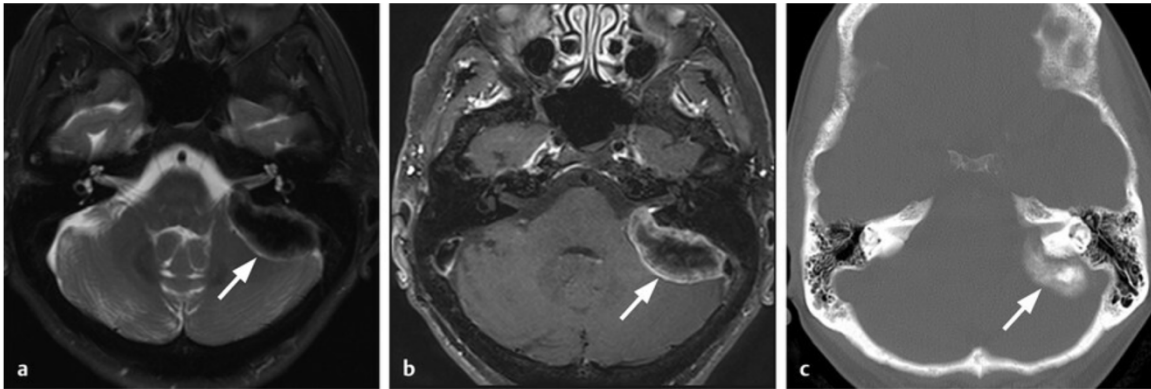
Meningioma calcificado del APC. (a) Imagen axial ponderada en T2, demostrando masa extra-axial excéntrica al CAI izquierdo, con hipo intensidad marcada en T2 (flecha). (b) Corte axial, contrastado, con saturación de grasa en T1 demostrando realce atípico periférico con hipo intensidad central (flecha). (c) Corte axial de TAC demostrando calcificaciones centrales (flecha) correlacionando con hipo intensidad en T2 y T1 como se observa en a y b.
